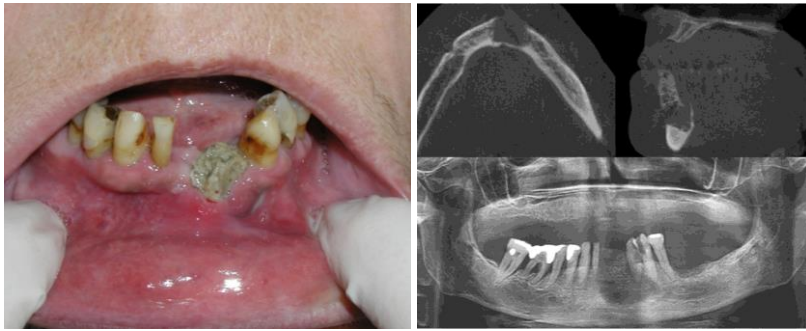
BRONJ mandibuly 2. stadia v lokalizaci ad 43 bez přítomnosti obnažené nekrotické kosti. Na OPG není nálezně jednoznačně patrný, zatímco na CBCT (sagitální, koronární a axiální řez) je přítomný osteolytický defekt s počínající sekvestrací kosti.
